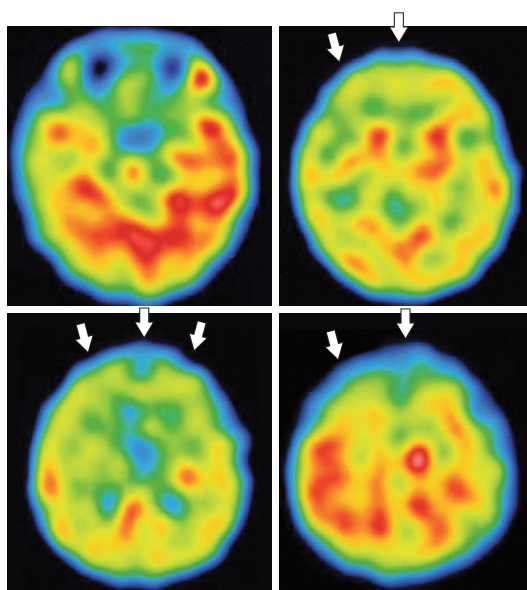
SPECT of Case 3 on day 7
